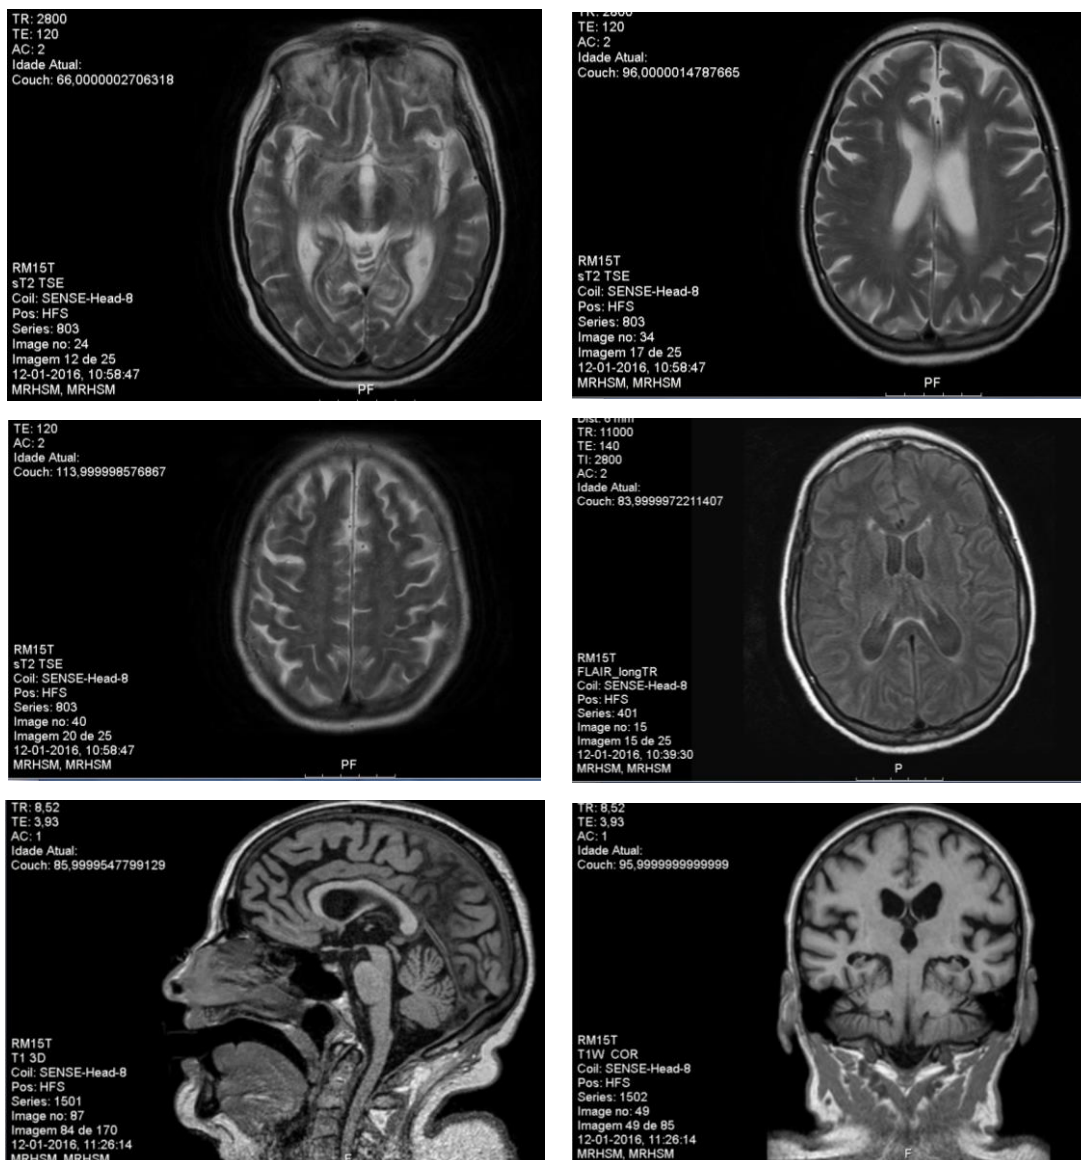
Imagens da RM realizada após alta da doente.
